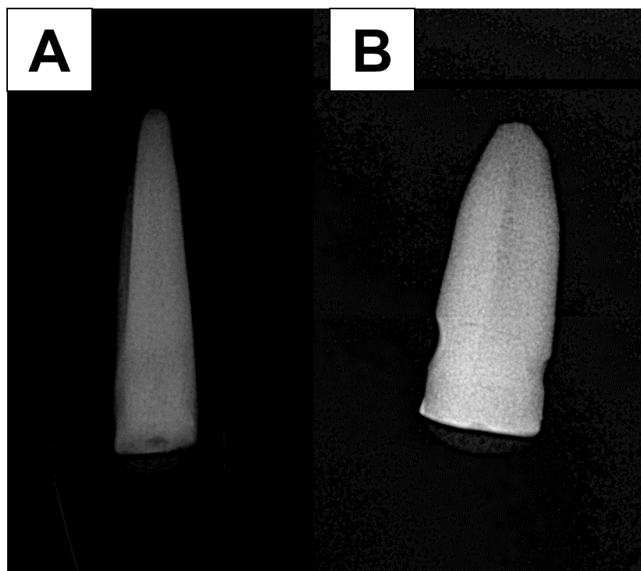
Radiografías de OD con la medicación intraconducto.
